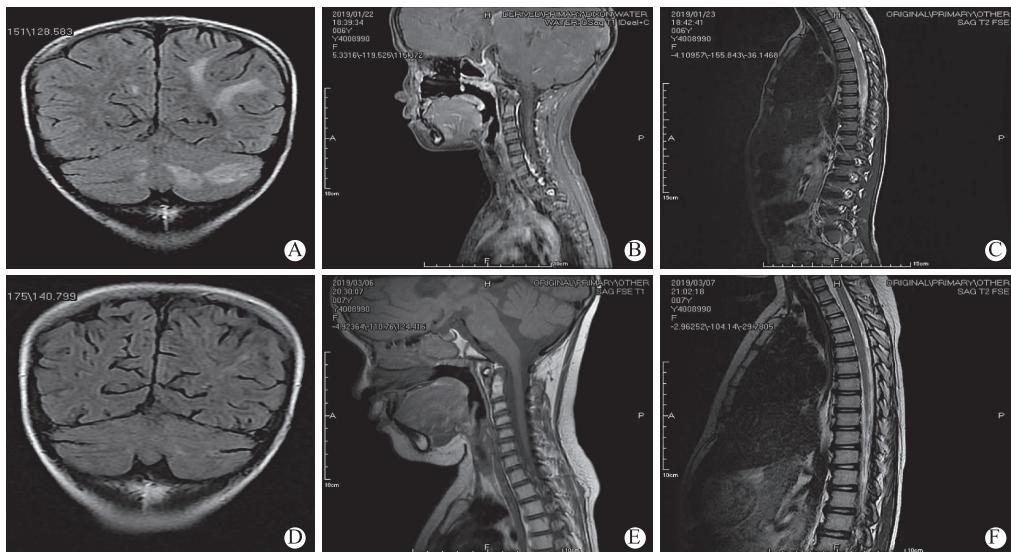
头颅及脊髓MRI表现 A-C为治疗前患儿颅脑、颈髓及胸髓MRI表现,A为颅脑MRI T₂,可见双侧小脑半球、左侧顶叶多发片状稍长T₂信号;B为颈髓MRI T₁,颈髓见斑片状长T₁信号影,脑干长T₁信号影;C为胸髓MRI T₂,胸髓髓内信号稍欠均匀;D-F为治疗1月后患儿颅脑、颈髓及胸髓MRI表现,D为颅脑MRI T₂,可见双侧小脑半球、左侧顶叶多发片状稍长T₂信号,较前病变明显减少、缩小;E为颈髓MRI T₁,未见明显异常;F为胸髓MRI T₂,未见明显异常
